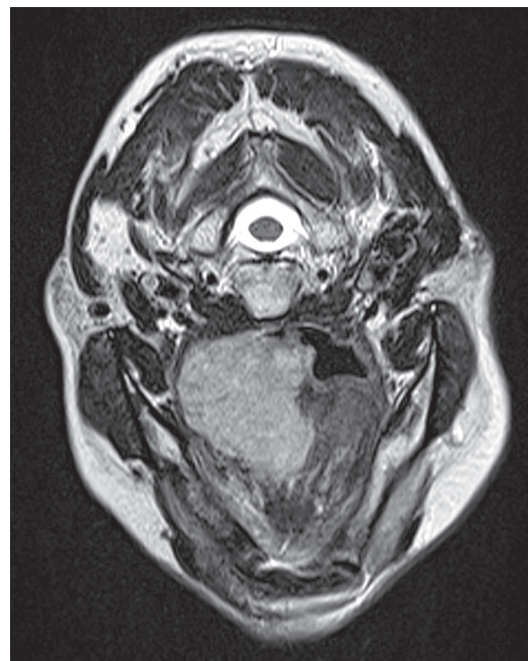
МРТ-исследование без внутривенного контрастирования в режиме T2ВИ по аксиальным срезам (на уровне корня языка).
